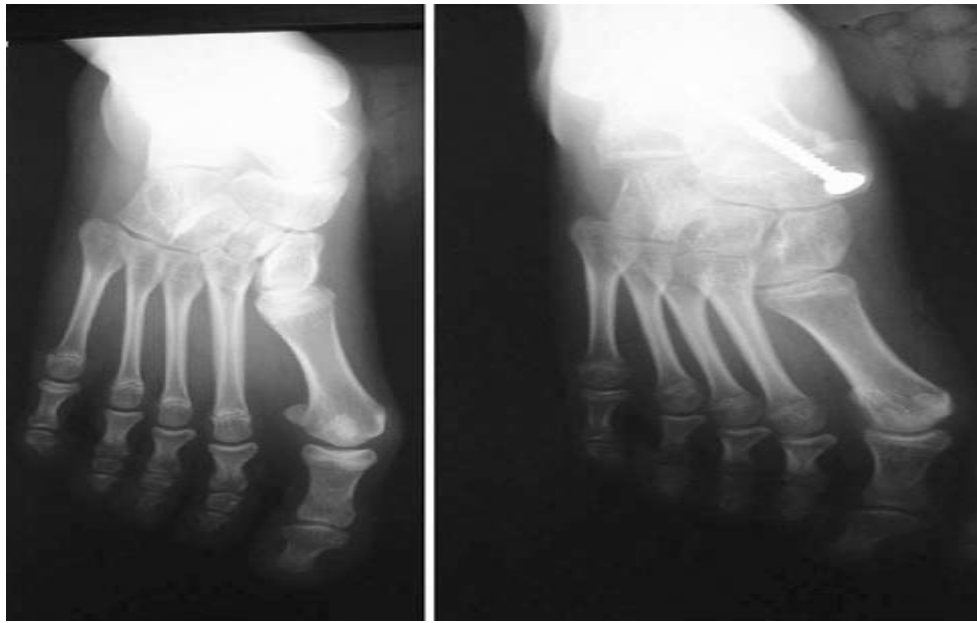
Radiographies AP pré et postopératoires d'un pied plat-valgus traité par une arthrodèse articulaire talo-naviculaire.
